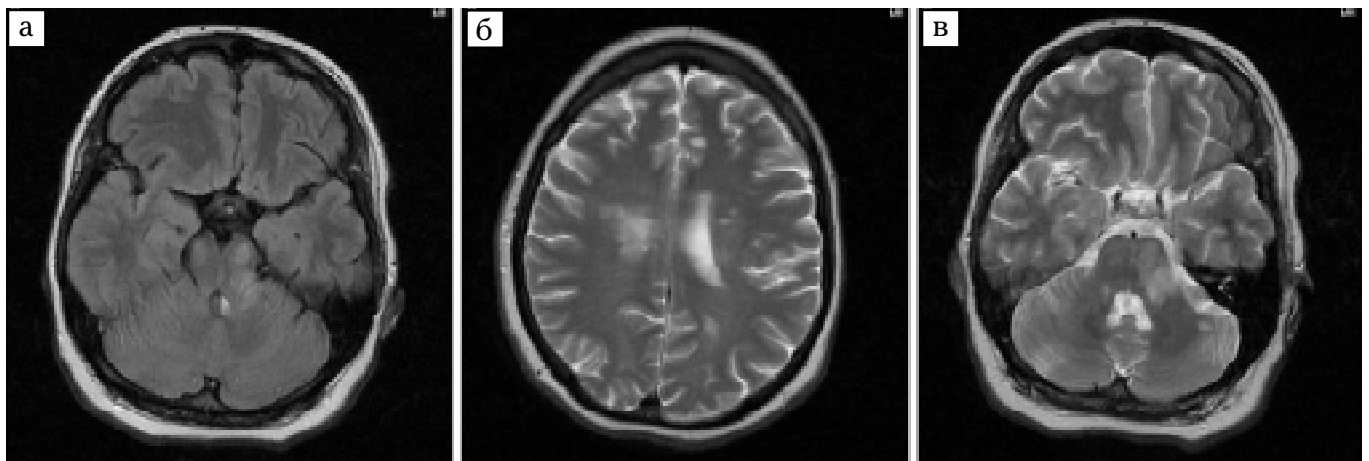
(а-в) — Пацієнтка К., 42 роки. На T2 і T2 dark fluid (FLAIR)-зважених аксіальних зображеннях у стовбурі, мозочка паравентрикулярно і фронтопарієтально видно гіперінтенсивні осередки демієлінізації, що зливаються
